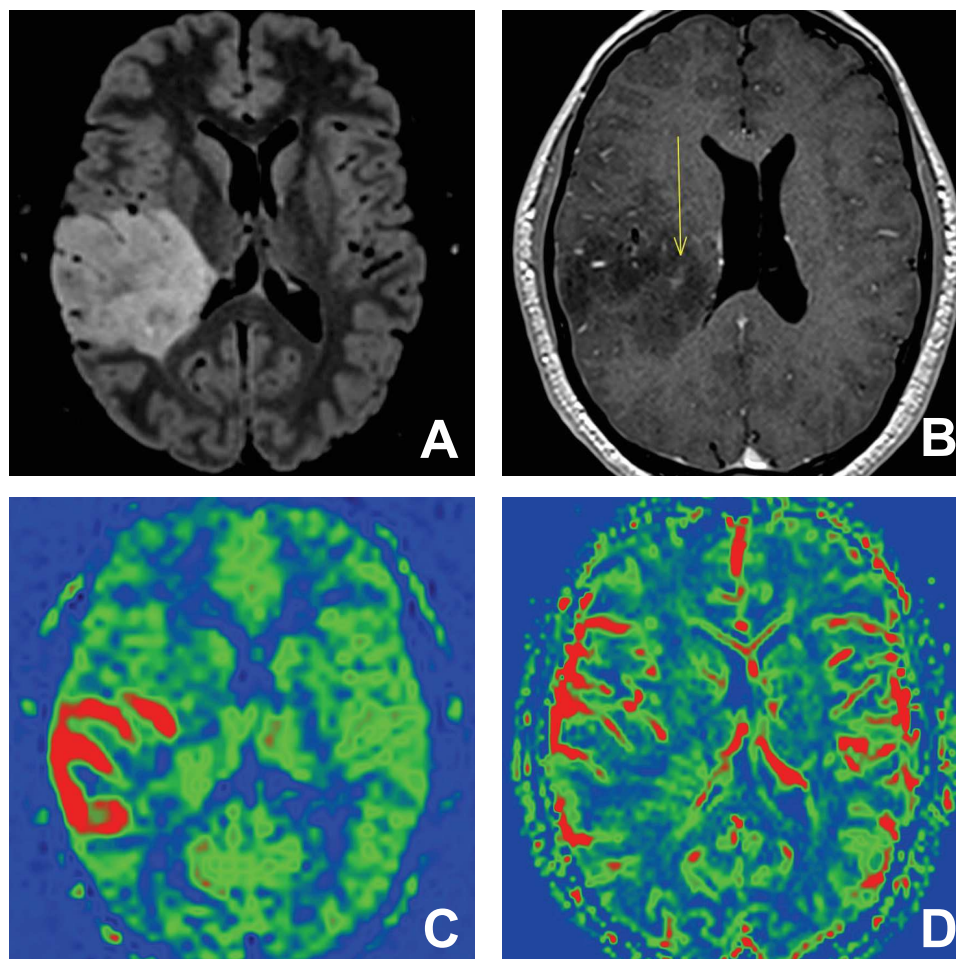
Exemple d'astrocytome anaplasique chez un patient de 34 ans. La séquence FLAIR (A) montre une lésion temporo-pariétale droite avec de minimes plages de rehaussement sur la séquence T1 après injection de Gadolinium (B). La séquence ASL met en évidence une franche néoangiogenèse au sein de l'hypersignal FLAIR, très peu visible en T2* (D).
